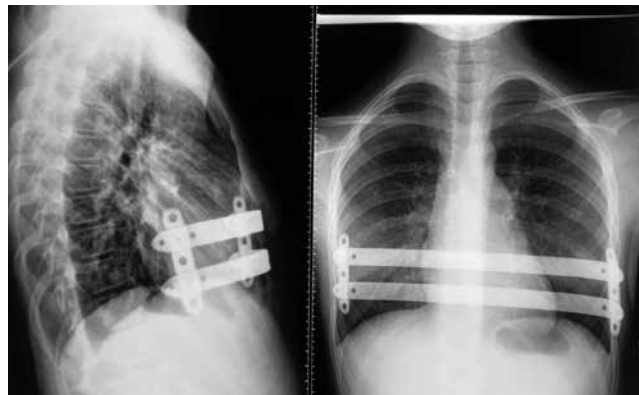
Фотовідбитки рентгенограм після торакопластики із застосуванням фіксатора по типу «Міст»
